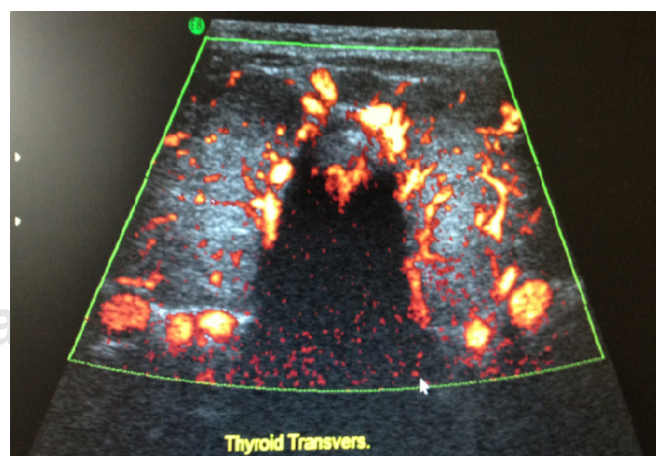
Ultrasonido de glándula tiroidea: aumento de tamaño de manera global y difusa observando que ambos lóbulos traspasan la arteria carótida por delante. De textura heterogénea, a la aplicación de Doppler color se observa aumento de la perfusión de manera global, no se observan nódulos o lesiones focales propiamente formadas. Evidencia de bocio multinodular difuso caracterizado por el aumento generalizado de volumen de la glándula
